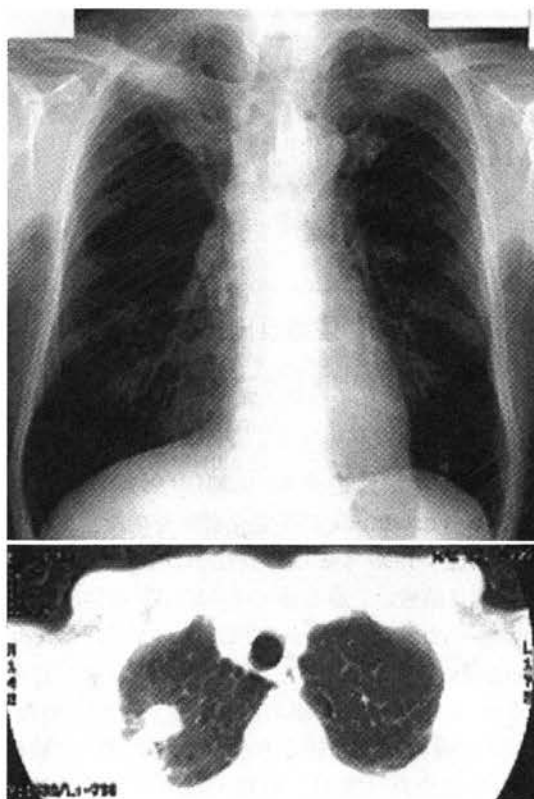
症例 1. 69 歳, 男. 入院時胸部 X 線像および CT
